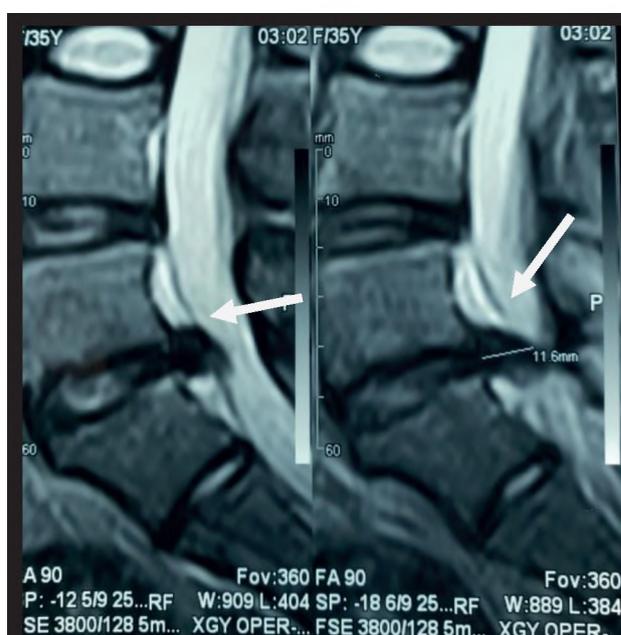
Сагитальный срез МРТ ПОП
